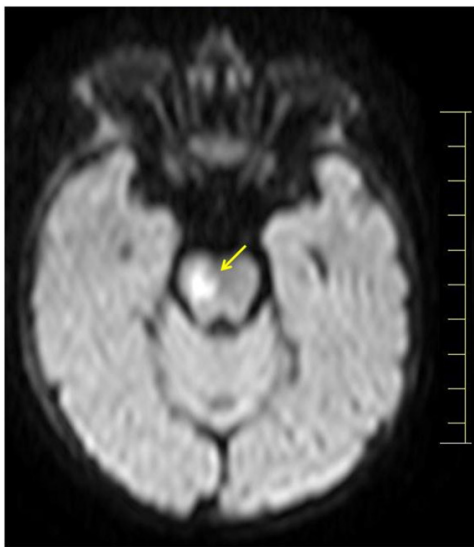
Axial Diffusion-Weighted MRI of the brain showing acute ischemic stroke on the right side of the pons (Arrow)
